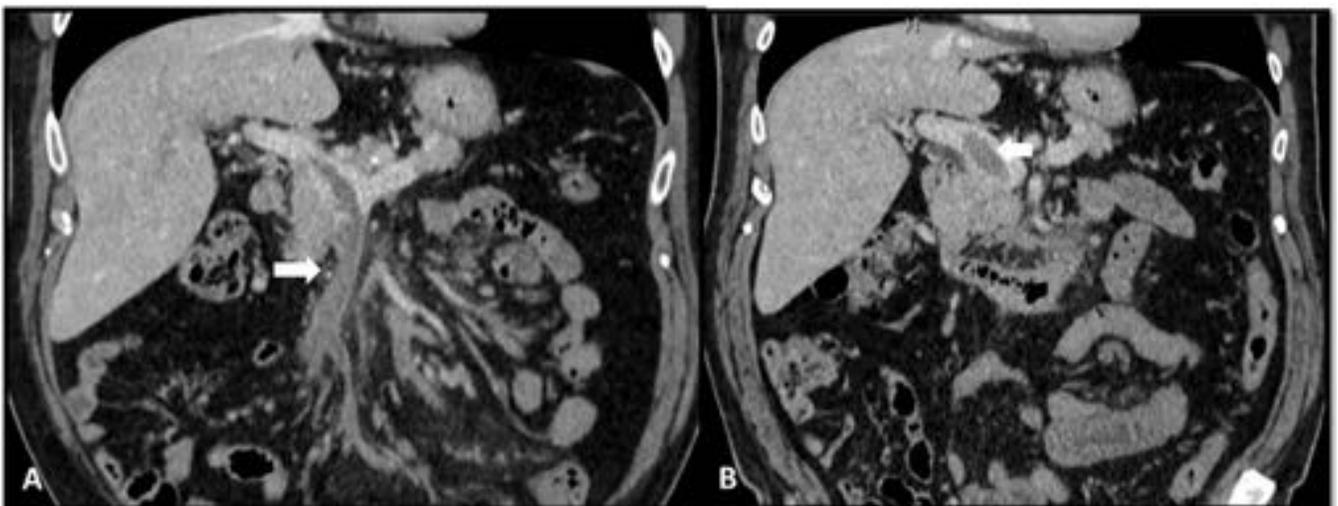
Paciente de 64a con clínica de dolor abdominal asociado a la ingesta (angina intestinal), vómito, distensión abdominal, estreñimiento y pérdida de peso. Se realiza TC abdominal contrastado donde se observa trombosis extensa de la VMS con alteración de la grasa regional (A) y trombosis de la vena porta principal (B). Además, se encuentra dilatación y engrosamiento de las paredes del intestino delgado secundario a edema.
